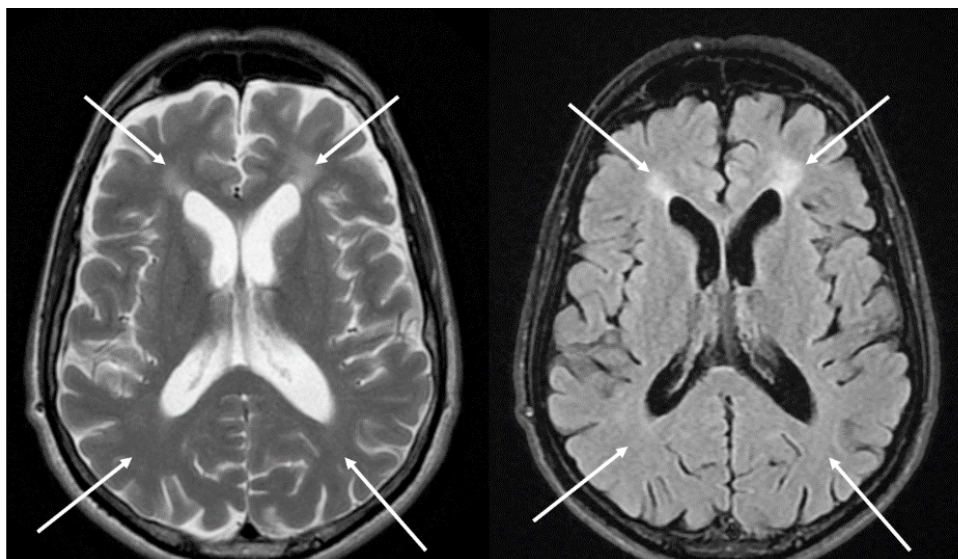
Магнитно-резонансная томография головного мозга пациента после регресса клинических проявлений
